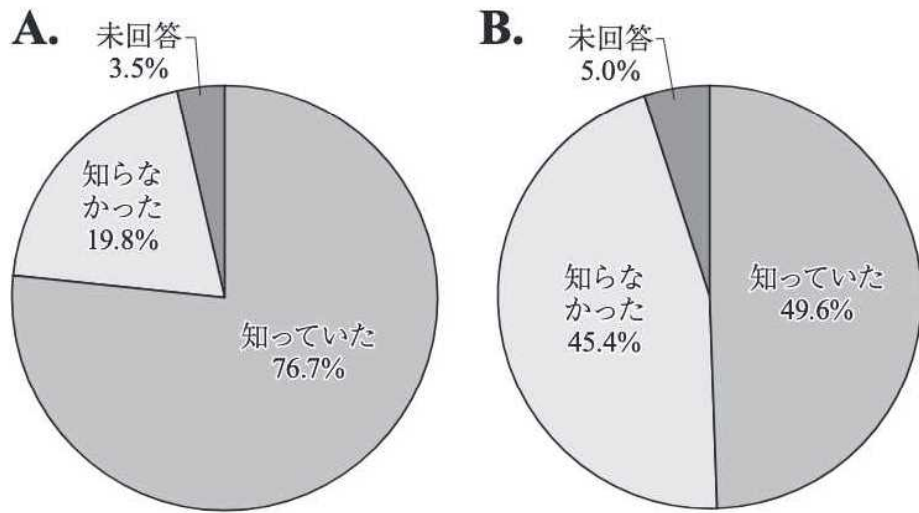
医療従事者および患児の保護者の超音波による甲状腺検査により潜在がんが多数発見される可能性の認知に関する割合. A:医療従事者, B:患児の保護者.
